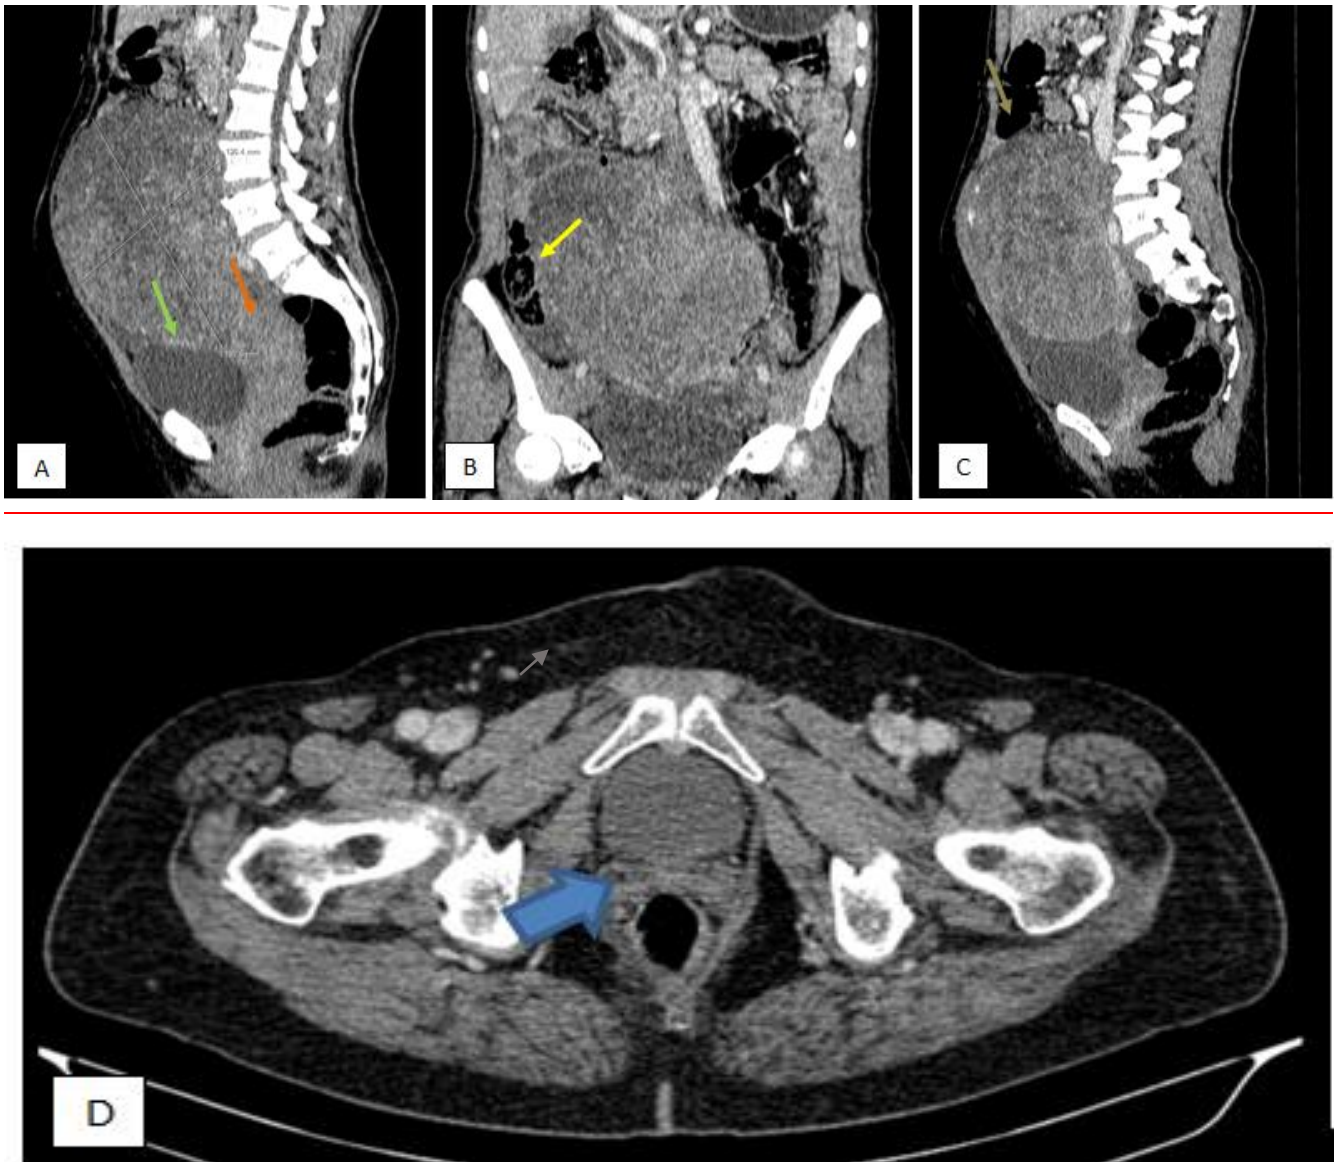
Aspect TDM d'un léiomyosarcome : cas n° 1 : TDM abdominopelvienne, après injection de PDCI, en coupes axiales (D), avec reconstructions coronales (B) et sagittales (A, C) : Individualisation d'une volumineuse masse pelvienne, semblant à l'imagerie être aux dépens de l'ovaire gauche, bien limitée, rehaussée de façon hétérogène après contraste, mesurant 13 x 19 cm de diamètres. Elle vient au contact de la vessie(→), de l'utérus (→)(qui est refoulé en arrière), du colon transverse(→) et ascendant (→).
